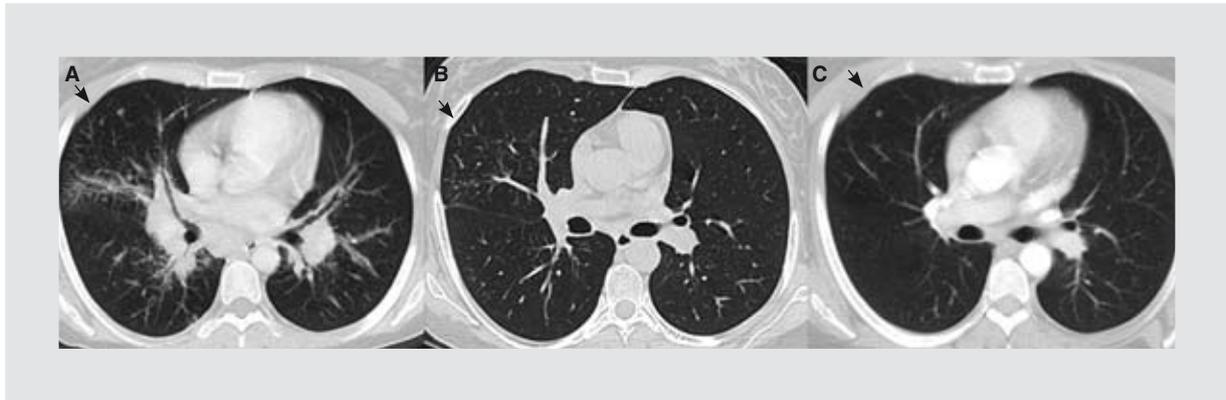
Tomografía computarizada de tórax con evidencia de involucro pulmonar. A: engrosamiento septal intersticial, con pequeños nódulos milimétricos, y áreas de vidrio despulido, de predominio en el lóbulo medio. B: disminución del engrosamiento septal, con persistencia de algunos nódulos milimétricos en el lóbulo medio. C: a un año de B, solamente se identifican escasos nódulos milimétricos, sin otras alteraciones del intersticio pulmonar.
